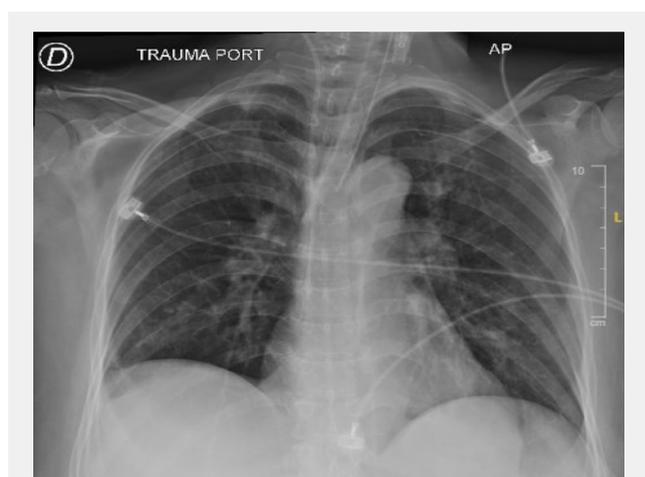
Radiografía de tórax de características normales
